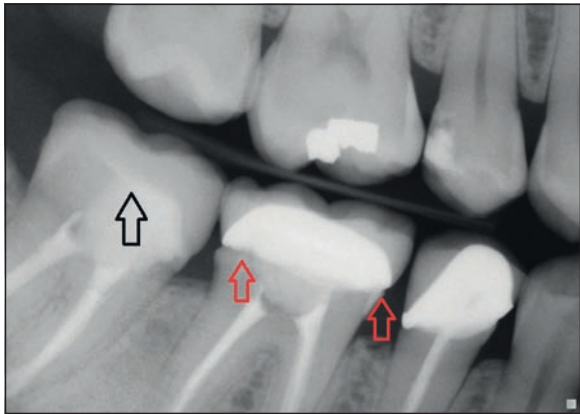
Radiografia post-operatoria finale del restauro IPS e.max CAD realizzato in studio e applicato sul dente 19.
